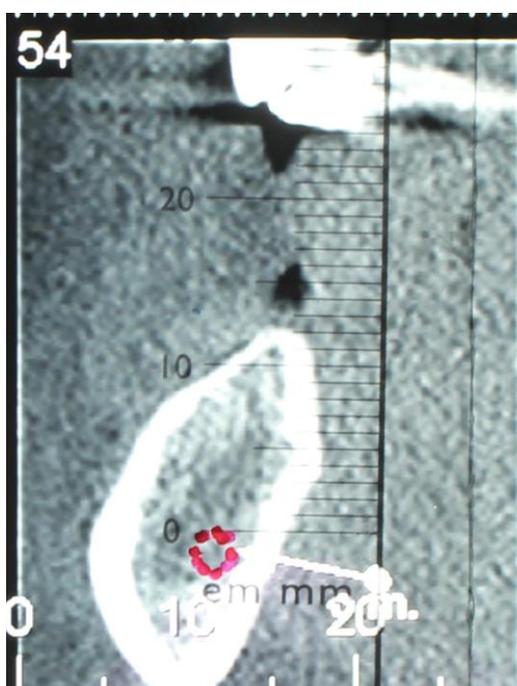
Corte parasagital da TC – altura de 11 mm de remanescente ósseo na região do dente 45.
